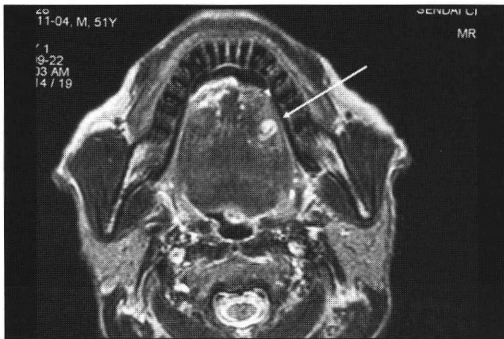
MRI (T2) にて高信号を示した (矢印)
